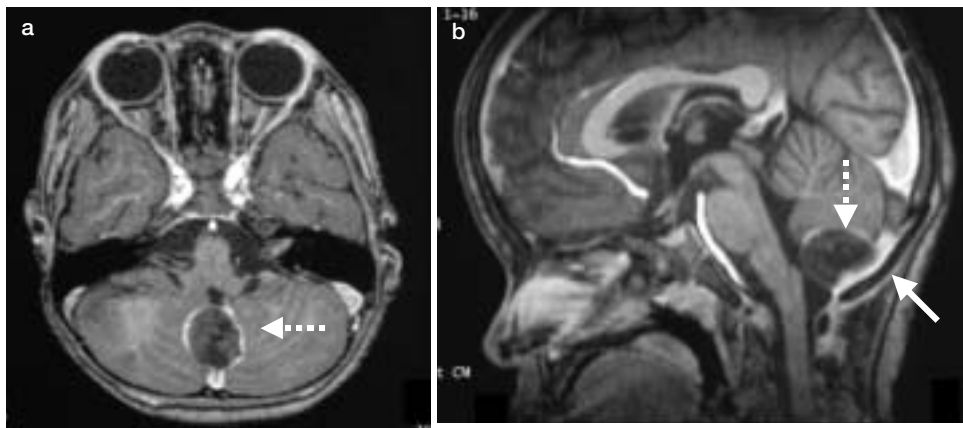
頭部 MRI (ガドリニウム造影 T1 強調画像)
